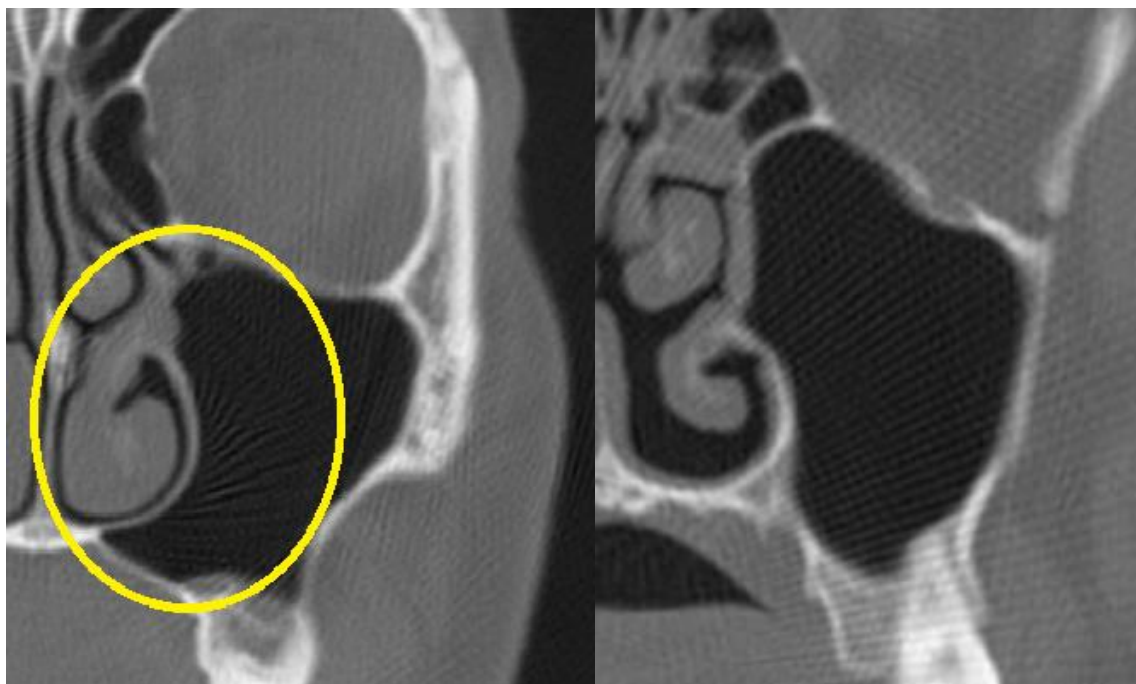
Види заглиблень верхньощелепних пазух. СКТ. Коронарна реконструкція, альвеолярні та піднебінні заглиблення.
